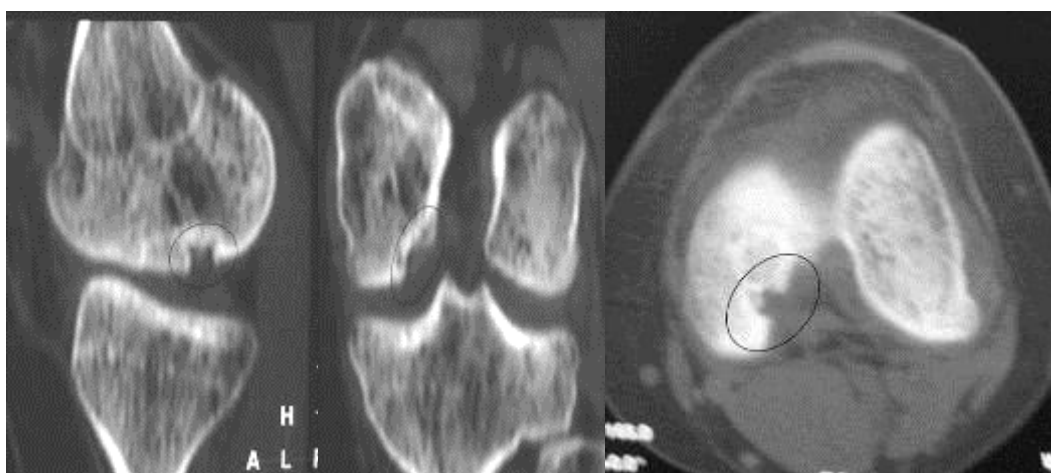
Продолжение. КТ через 1 год после операции.
